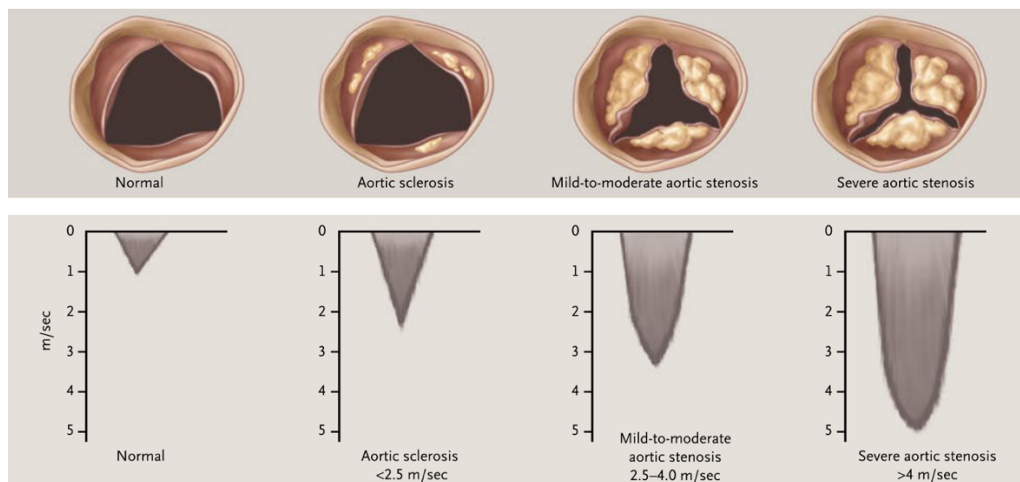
Klappenanatomie und Flussgeschwindigkeiten: Im oberen Abschnitt sind die verschiedenen Anatomien der Aortenklappe während der Systole in Abhängigkeit des Schweregrades der Stenose dargestellt. Im unteren Abschnitt sind die jeweils dazugehörigen Dopplergeschwindigkeiten zu sehen. Mit freundlicher Genehmigung reproduziert und adaptiert von Otto⁷⁵, Copyright 2008
